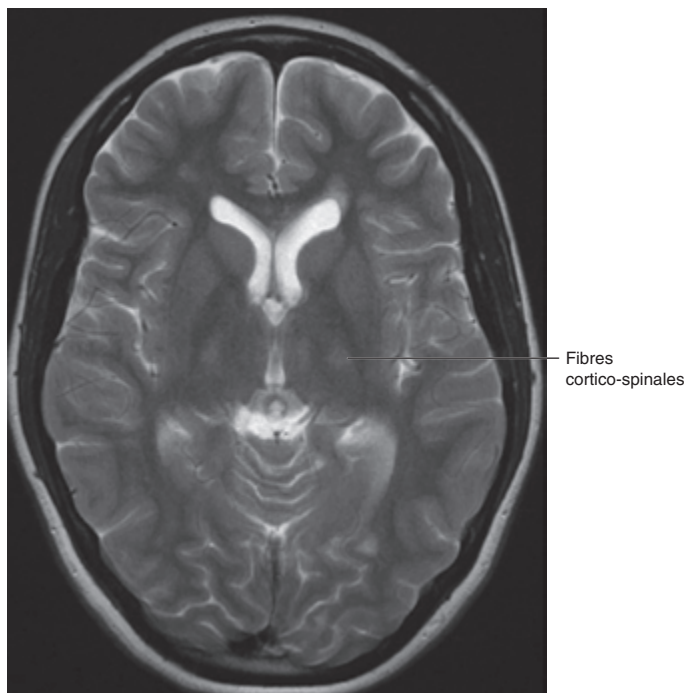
IRM, coupe transversale du cerveau, pondération T2. Fibres cortico-spinales.
